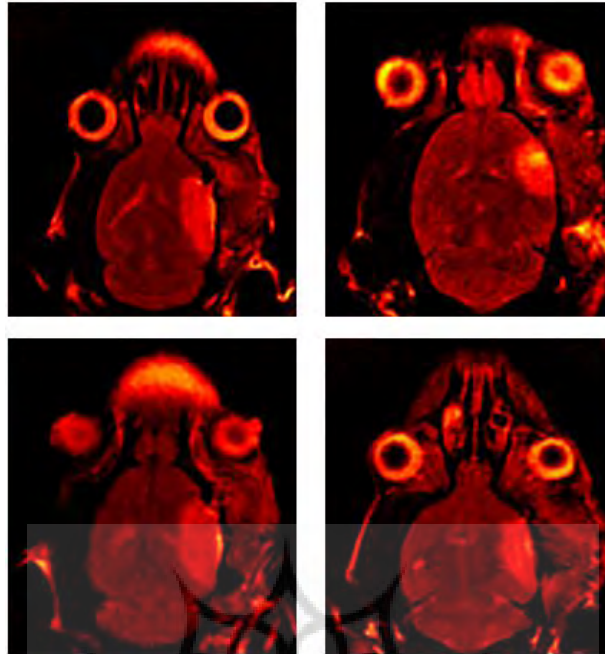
MRI images after stroke, ischemic areas with lighter color can be seen in the right cerebral hemisphere.
